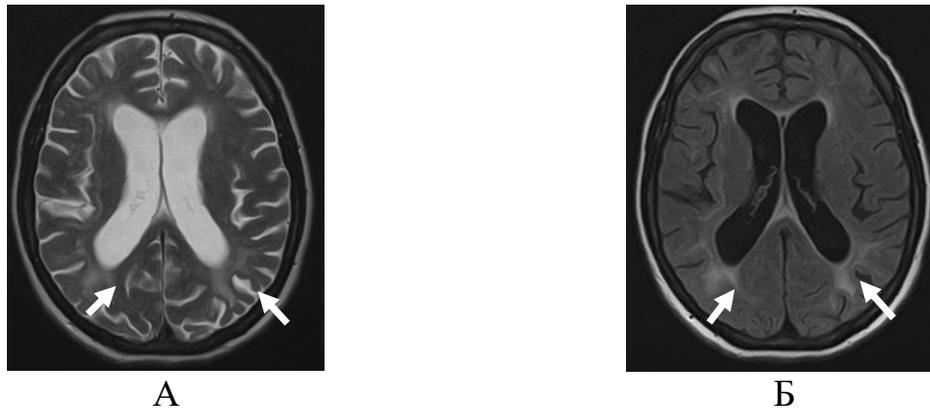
ВИЧ-энцефалопатия у ВИЧ-инфицированного больного. А — T2-ВИ; Б — T2 FLAIR.
